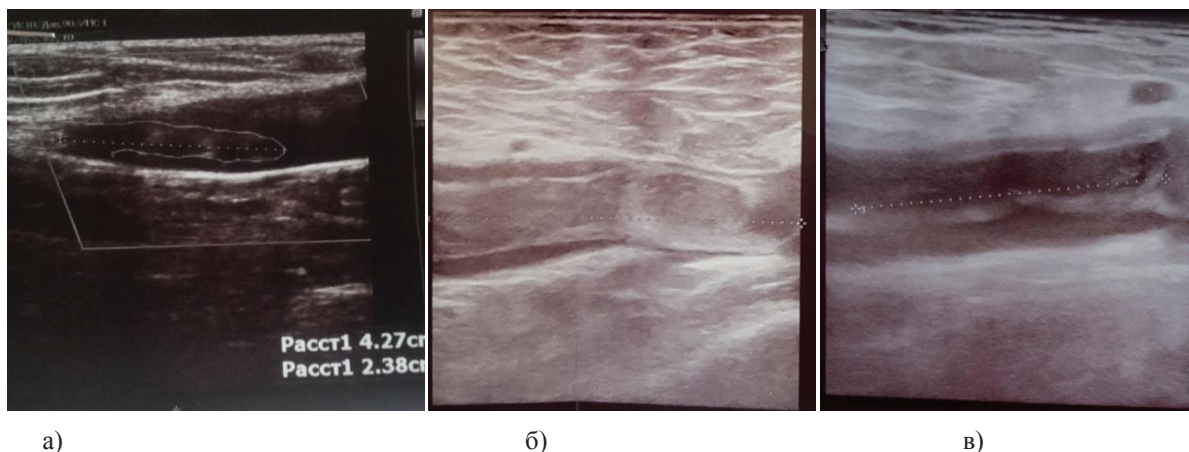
УЗИ снимки: тромба: а) флотирующий на тоненькой ножке б) флотирующий на большей ножке в) фиксированный пристеночный.
